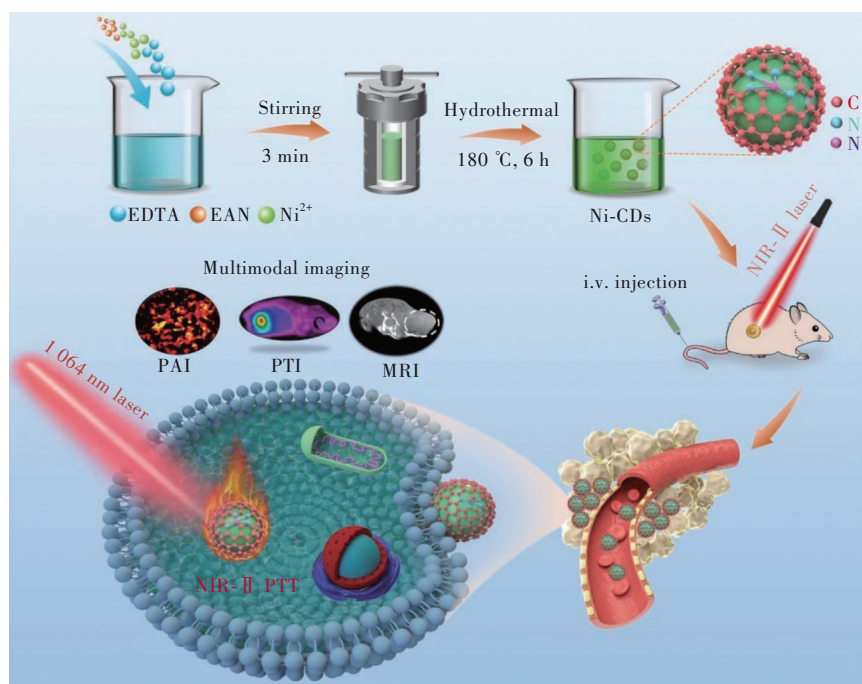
近红外二区生物窗口中用于 PTI/PAI/MRI 引导的肿瘤光热治疗的 Ni-CDs 制备^[52]
